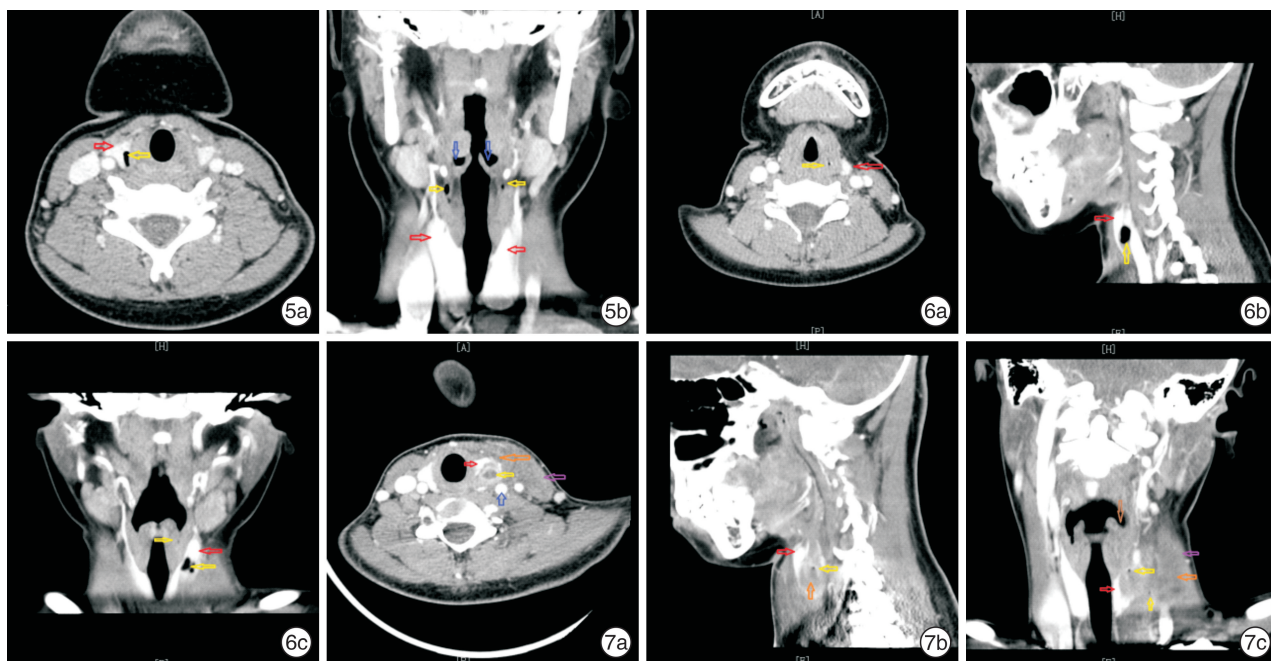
例 5 患儿 CT 检查 5a:横断面可见甲状腺右叶(红色箭头)上极不规则气体低密度影(黄色箭头);5b:冠状面可见双侧梨状窝(蓝色箭头)下方点状气体低密度影; 图 6 例 6 患儿静止期 CT 检查 6a:横断面可见左侧梨状窝圆形低密度气体影(黄色箭头);6b:矢状面可见甲状腺侧叶(红色箭头)椭圆形低密度气体影;6c:冠状面可见左侧梨状窝点状低密度影(黄色箭头),甲状腺左叶斑片状低密度气体影,病灶上达梨状窝,穿出甲状腺左叶,下达胸锁乳突肌前缘; 图 7 例 6 患儿感染期 CT 检查 7a:横断面可见甲状腺左叶(红色箭头)上极不规则低密度团块影,内部椭圆形低密度影(黄色箭头),炎症(橙色箭头)反应向外膨隆,导致胸锁乳突肌(紫色箭头)和颈动脉鞘(蓝色箭头)结构变化;7b:矢状面可见甲状腺侧叶内不规则低密度影;7c:冠状面可见左侧梨状窝(褐色箭头)变浅,周围组织肿胀,甲状腺左叶低密度影,内部散在低密度气体影。
